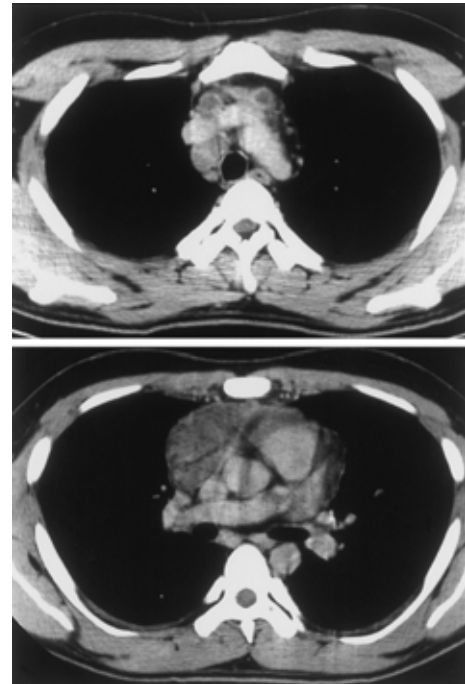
Chest CT images on admission show mediastinal lymphadenopathy of the #1 superior mediastinal lymph node, #2 rt paratracheal lymph node, and #3 pretracheal lymph node (upper panel); and an abscess in the anterior mediastinum (lower panel).
